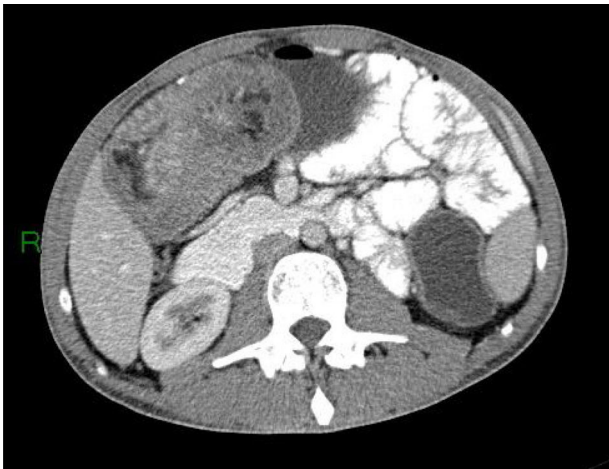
TC abdominal que muestra una intususcepción ileocolónica.
